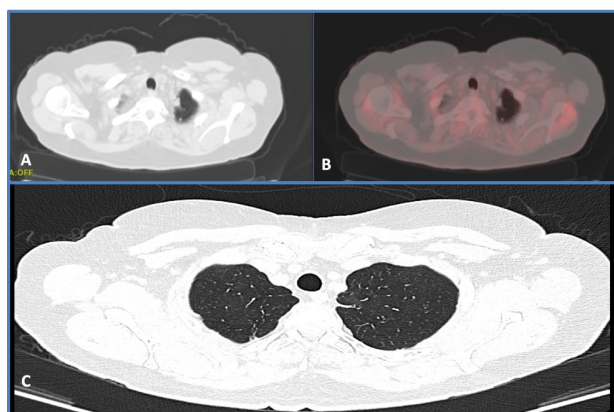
(A-B) PET-TC: regresión morfometabólica del nódulo del lóbulo superior izquierdo, con aspecto residual cicatricial y sin detectabilidad metabólica. (C) TC torácico evidencia disminución de tamaño de la lesión nodular en ápex pulmonar izquierdo con respecto a TC previa.
